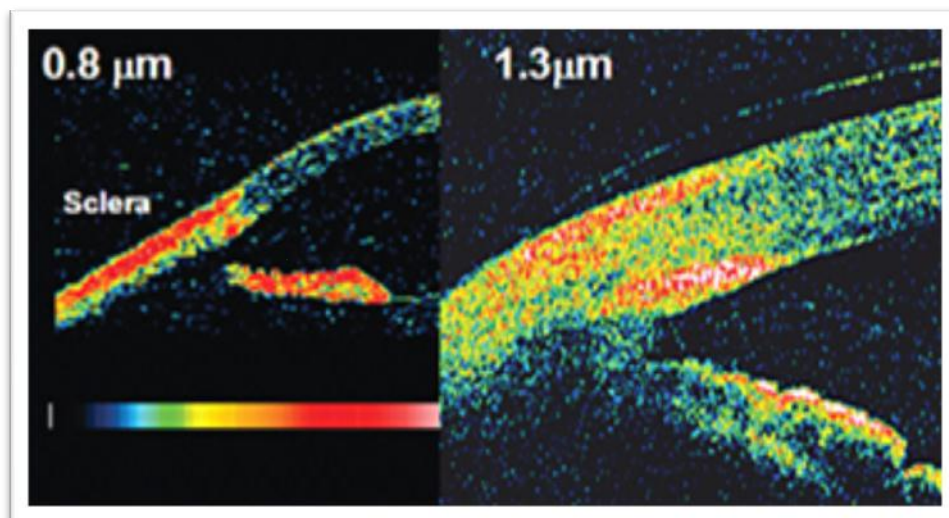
La visualización de detalles anatómicos de la cámara anterior es mejor con longitudes de onda de 1.300nm (imagen derecha) comparado con 840 nm (imagen izquierda) debido a su mayor penetración en los tejidos. (Extraído de Ophthalmol Clin North Am, 18, Radhakrishnan S, Huang D, Smith SD, Optical coherence tomography imaging of the anterior chamber angle, 375-381, 2005).
